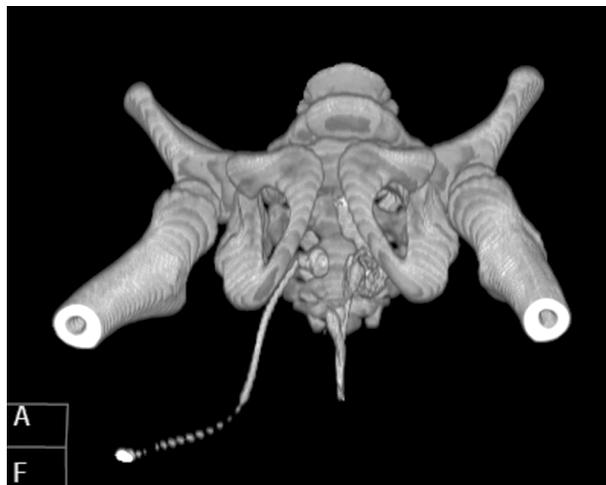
МСКТ таза с контрастированием параректального свища.
